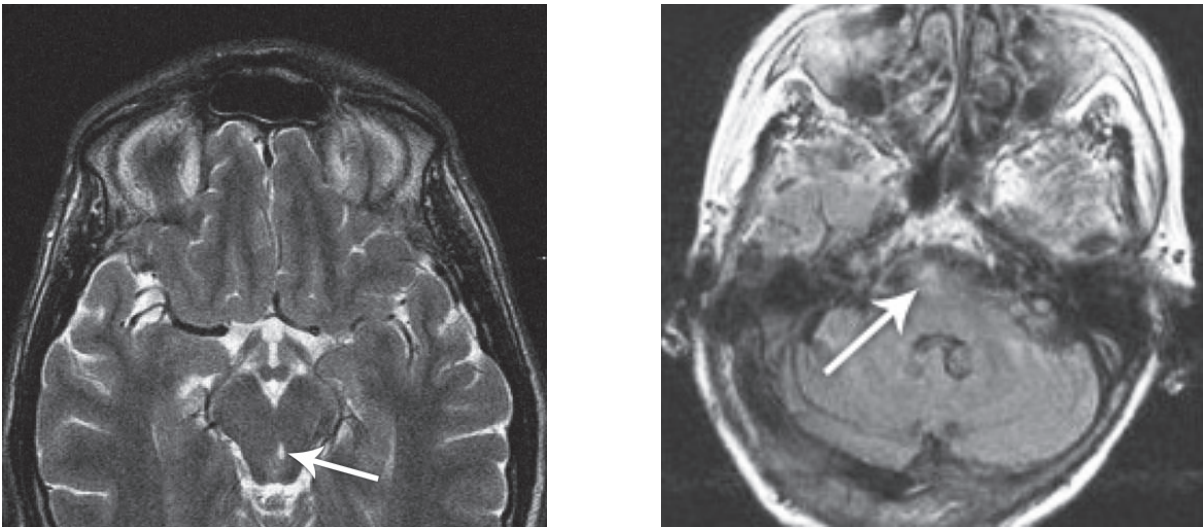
Магнітно-резонансна томографія: лакунарний інфаркт в ділянці моста
